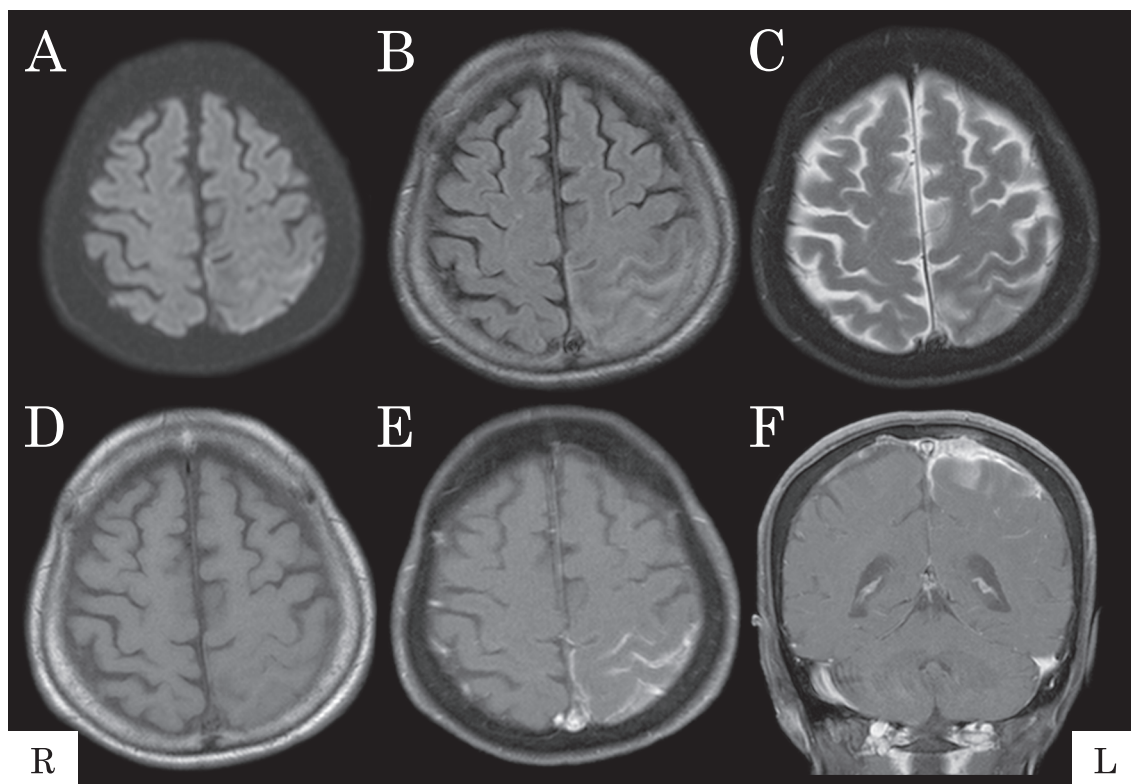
Brain MRI on admission day.
